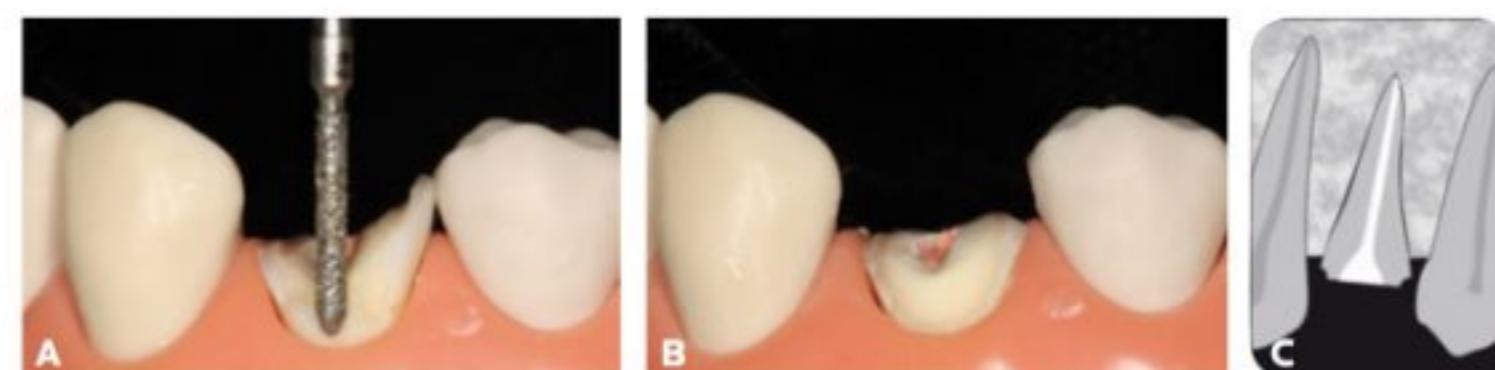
Preparo do remanesciente dental. (A) Todo o remanesciente deve ser preparado de acordo com o tipo de prótese indicada (metalocerâmica ou cerâmica), mantendo o término cervical no nível da margem gengival. Tecido cariado e/ou material restaurador inadequado devem ser removidos. (B) Remanesciente preparado, com batente plano e término em chanfrado. (C) Radiografia.
